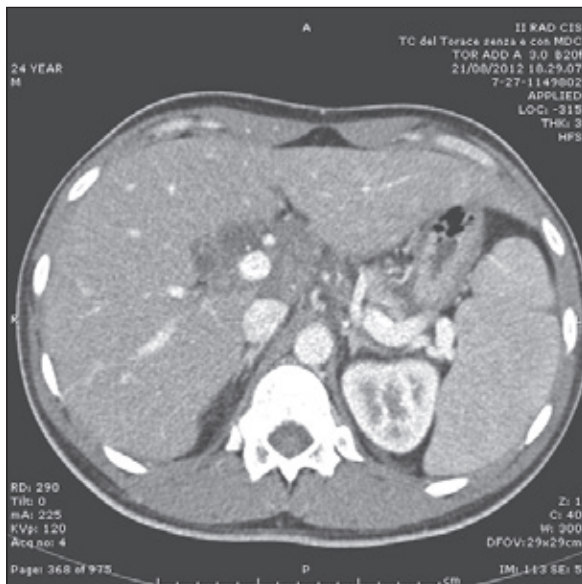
TC addome (paziente 2). Massa solida ipodensa in sede ilare epatica e splenomegalia (asse longitudinale 17 cm).
